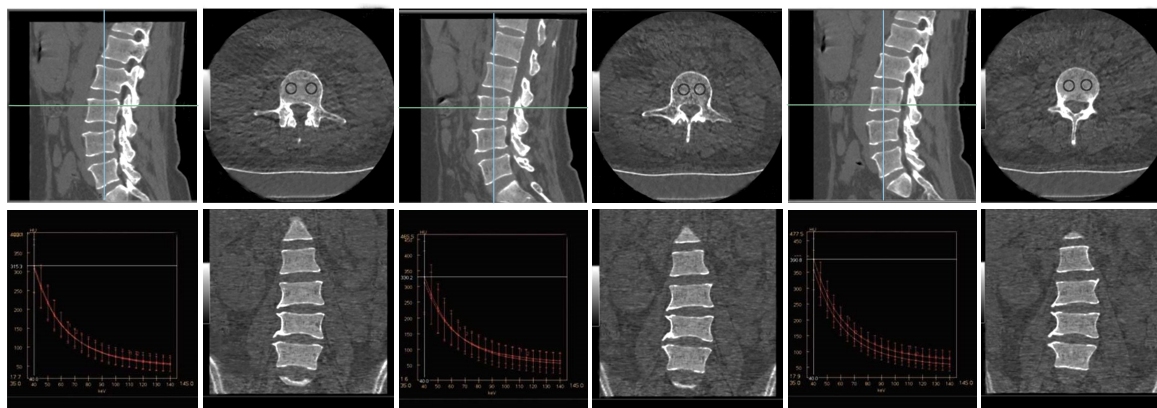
能谱CT测量Graves甲状腺功能亢进症患者第3腰椎钙(水)密度图
